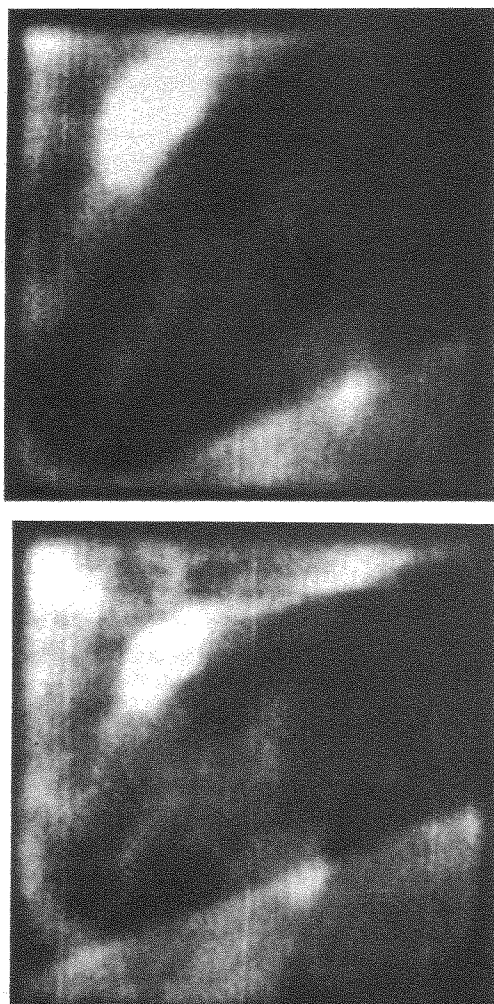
Dos radiografías del mismo objeto muestreadas y reconstruidas. Magnificación radiológica. A) 1,5 x. B) 2 x.
